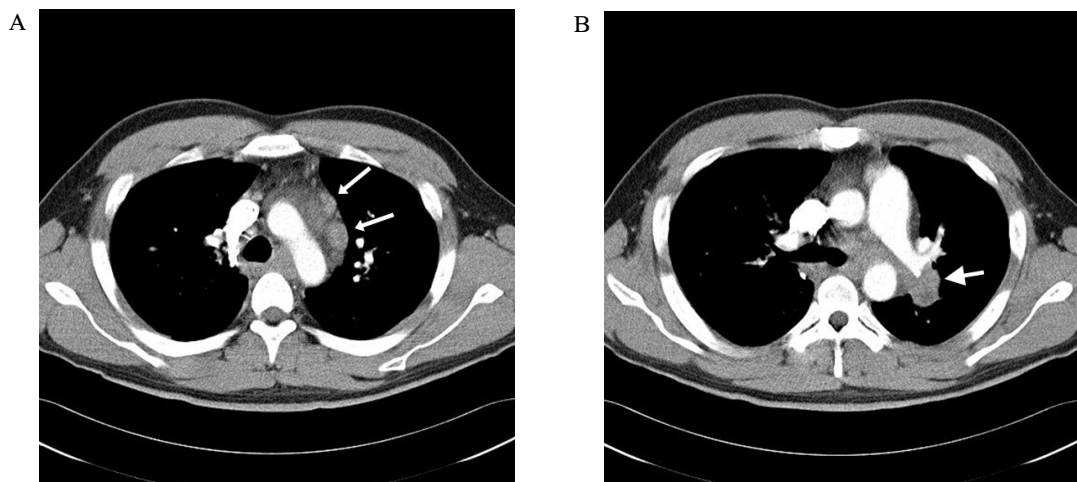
Chest CT shows multiple lymph node enlargement at anterior mediastinum and paraaortic portion (Fig. 2A, white arrows), left main bronchus was compressed by lymph node enlargement at left hilum and left lower paratracheal portion extrinsically (Fig. 2B, white arrow).
